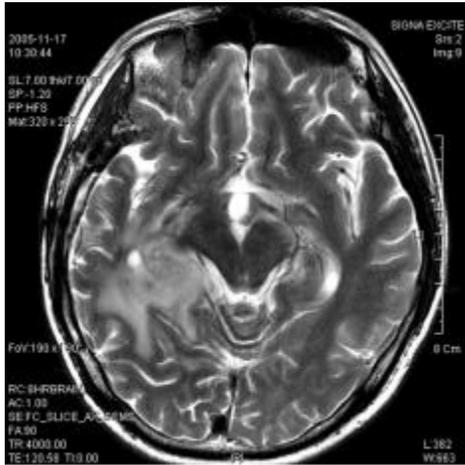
Brain MRI Suspicious of Recurrence (2005. 11.17)
